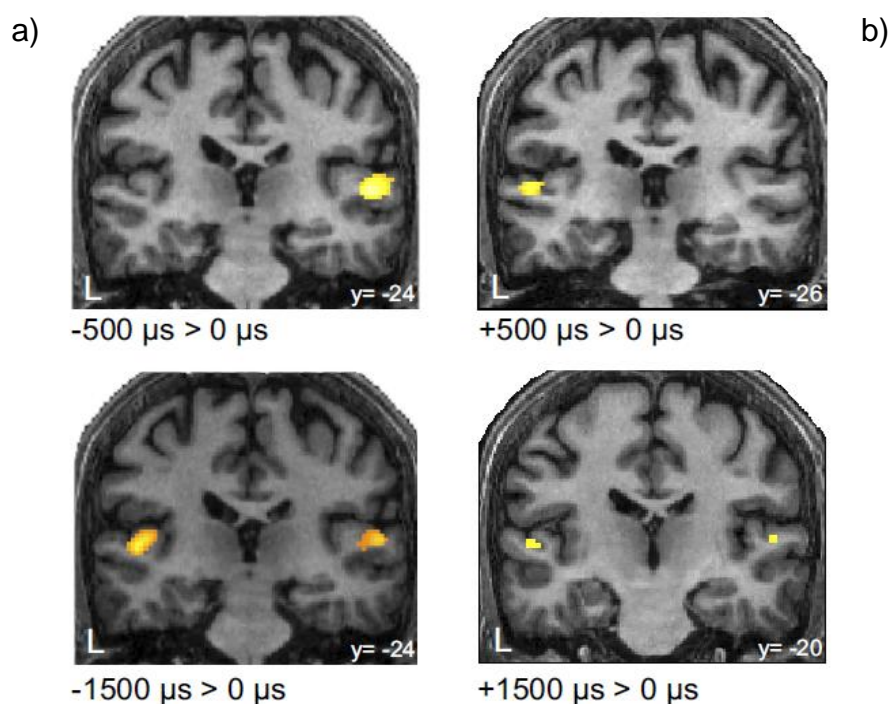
Representação da lateralização da DTI no córtex auditivo, por meio de ressonância magnética funcional.
